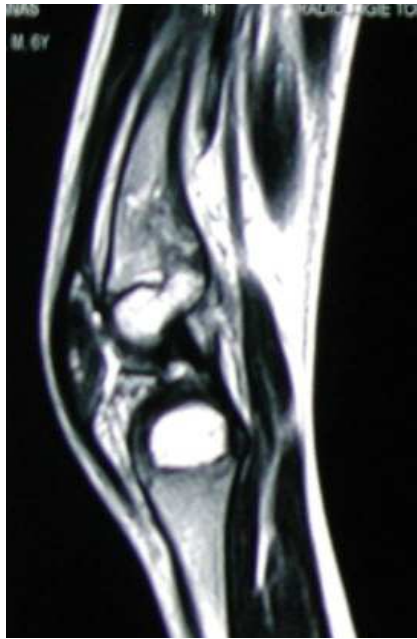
IRM du genou montrant une épiphysiodèse postéro interne de la plaque fémorale distale.
